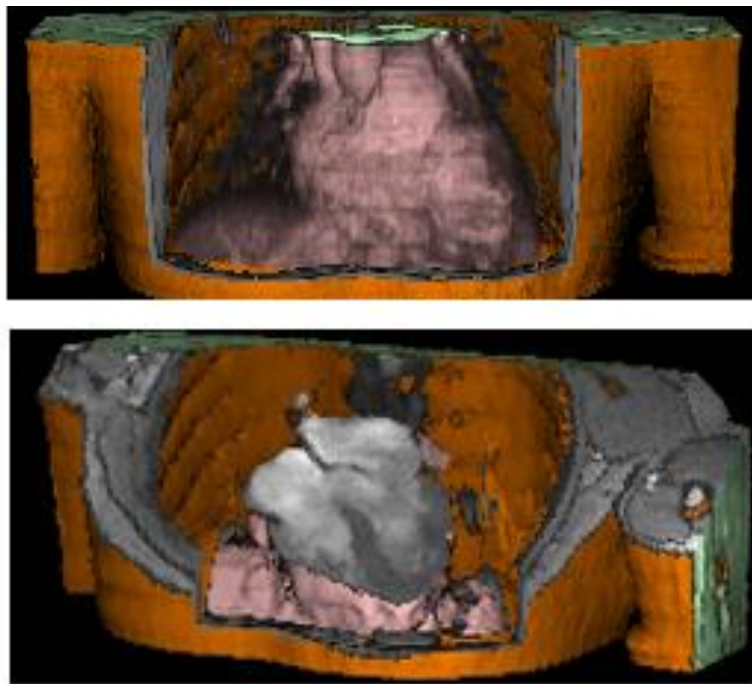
Einzelbilder des ersten 3D-Modells des schlagenden Herzens eines Patienten, erstellt aus Magnetresonanztomogrammen. Oben: Transparente Darstellung. Unten: Zum Vierkammerblick aufgeschnitten (1988)
